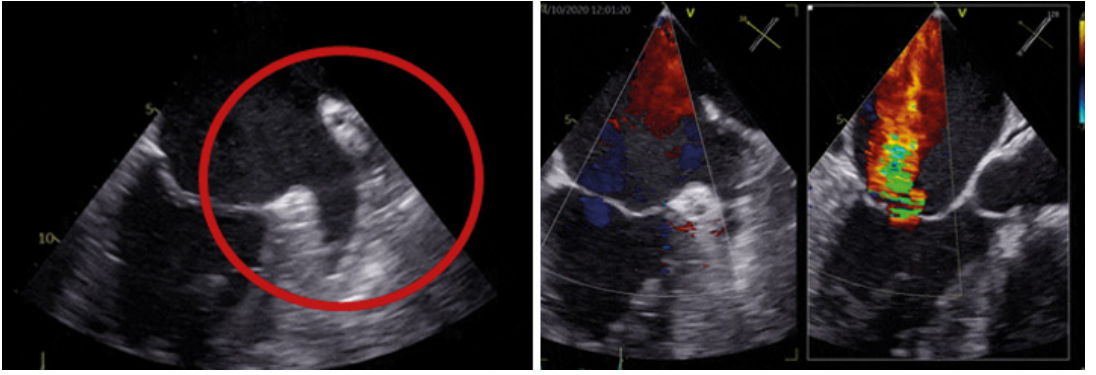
Ecocardiografía transesofágica. Orejuela libre de trombos e insuficiencia mitral severa IV/IV.
